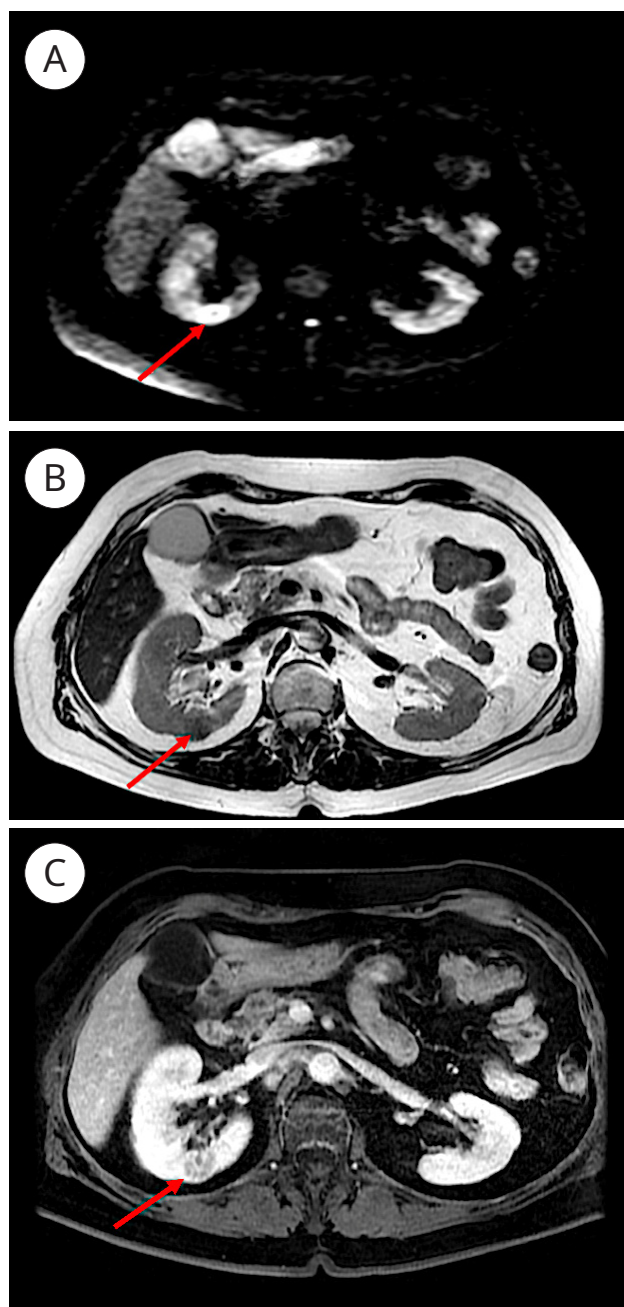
Магнитно-резонансная томография органов брюшной полости (опухоль обозначена красной стрелкой): А — аксиальная реконструкция DWI, В — аксиальная реконструкция T2, С — аксиальная реконструкция T1 с контрастным усилением
